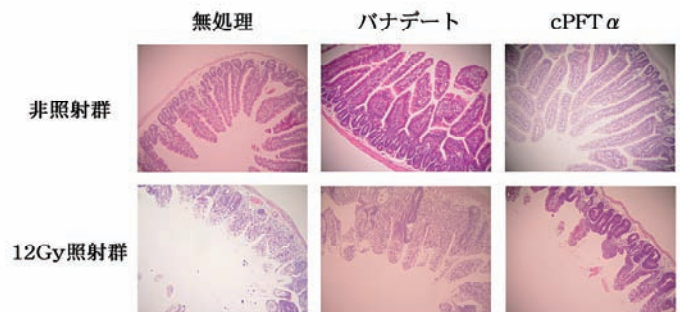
バナデート投与群の方が無処理群、cPFTα<sup>6</sup>投与群に比べ、X線照射後に腸上皮の腺窩の消失や絨毛の萎縮が少ない
